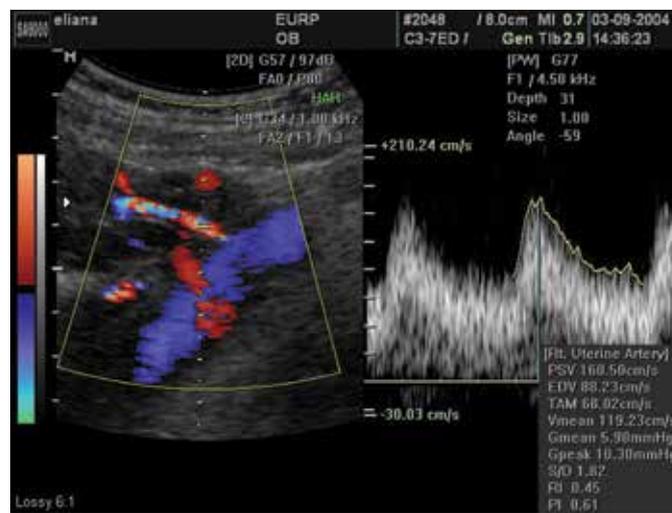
Doppler colorido da artéria uterina. Observar a medida dos índices dopplervelocimétricos na região de aliasing
